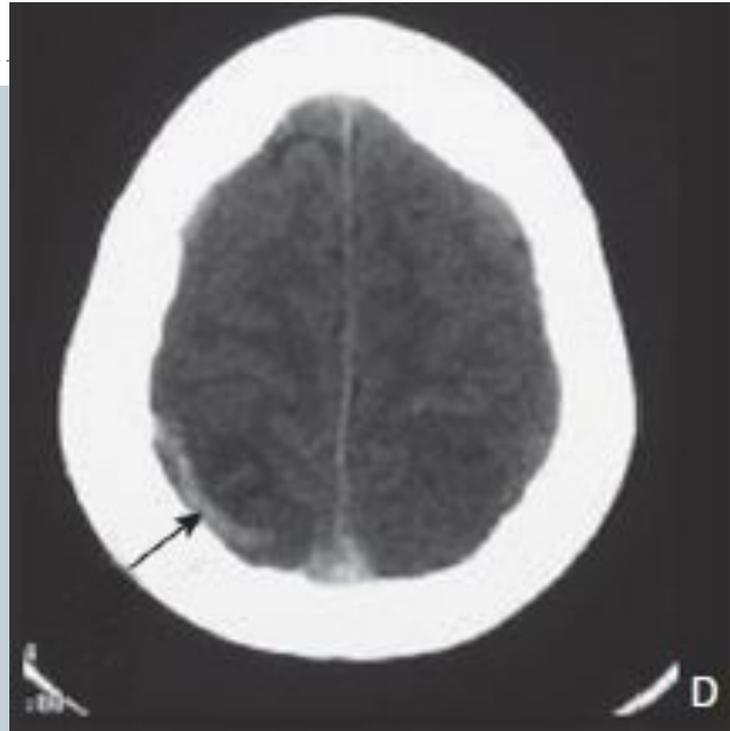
CT Imaging of Sinus Thrombosis.
